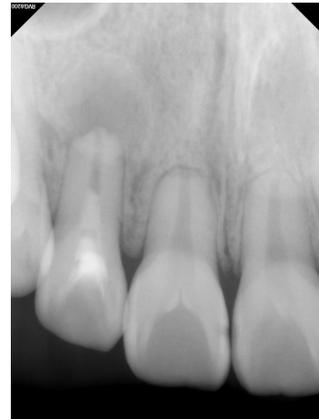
재생근관치료 완료 후 치근단 방사선 사진
